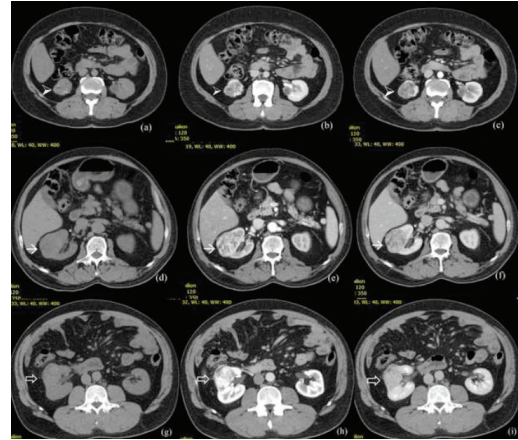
Note the three different right renal masses with similar CT appearances in precontrast, corticomedullary and nephrographic phases respectively
